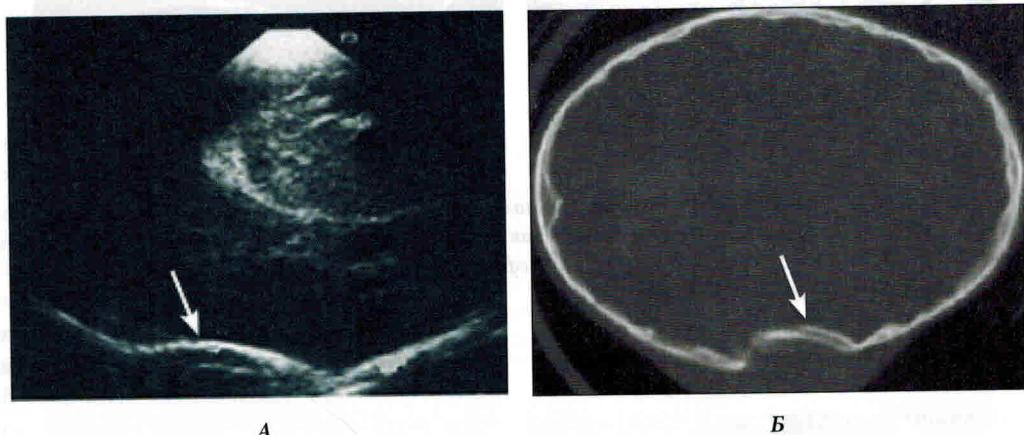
Вдавленный перелом теменной кости (указан стрелкой). А – УС изображение. Б – КТ изображение.
